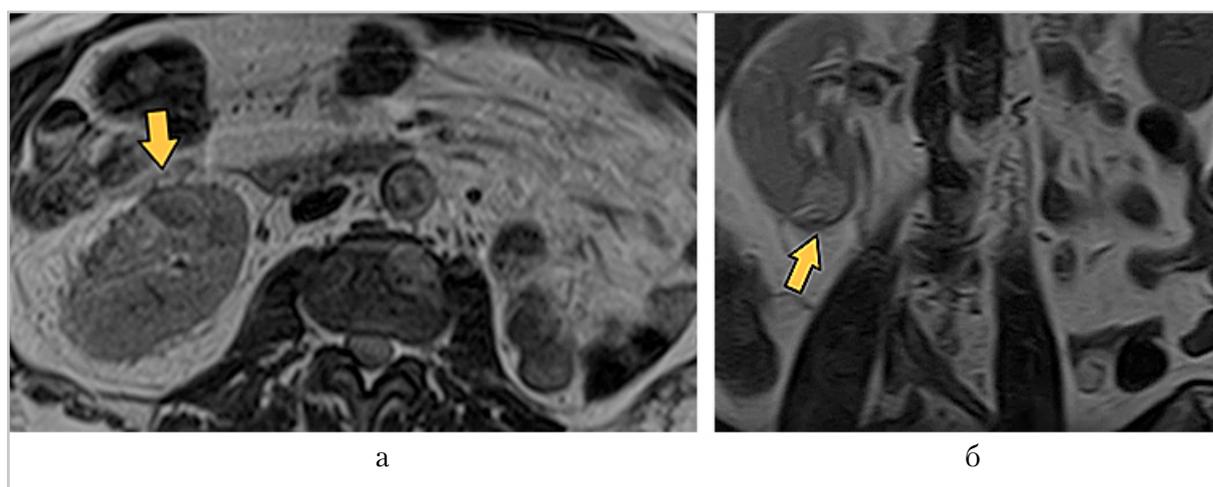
Нативные МР-томограммы брюшной полости и забрюшинного пространства (мультипланарные реконструкции) пациента О., 49 лет: аксиальная T2-ВИ (а) и T2 FSat в коронарной плоскости (б), исследование выполнено в динамике на 7-й день после травмы, где определяется в корковом слое (оранжевые стрелки) очаг ограничения диффузии, который соответствует апостематозному утолщению паренхимы с формированием абсцесса нижнего полюса
